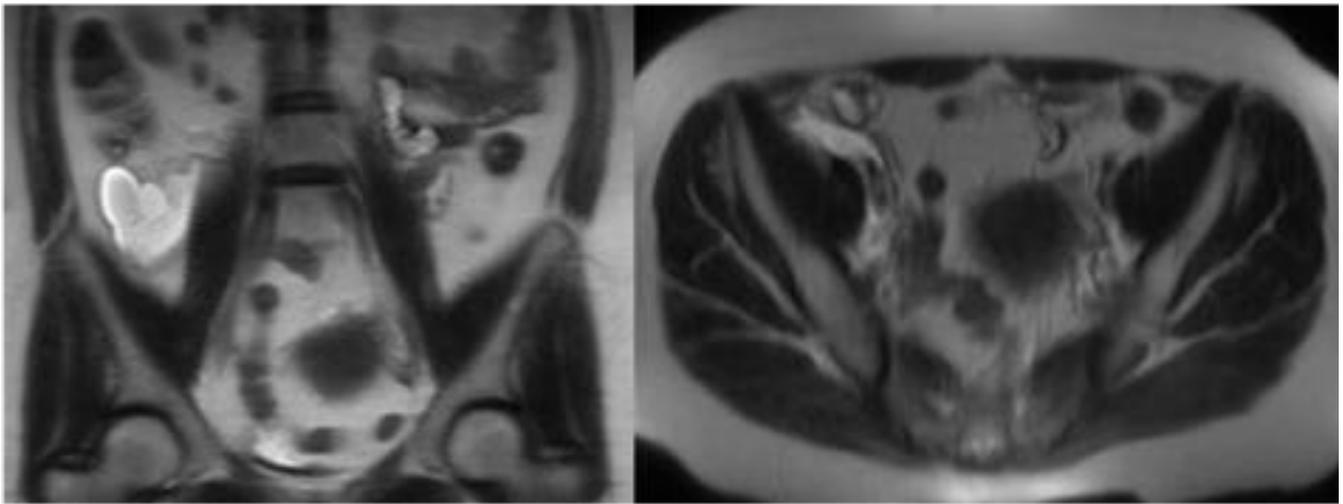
RM pélvica coronal y axial T2. Lesión quística pélvica en relación con quiste mesotelial.
